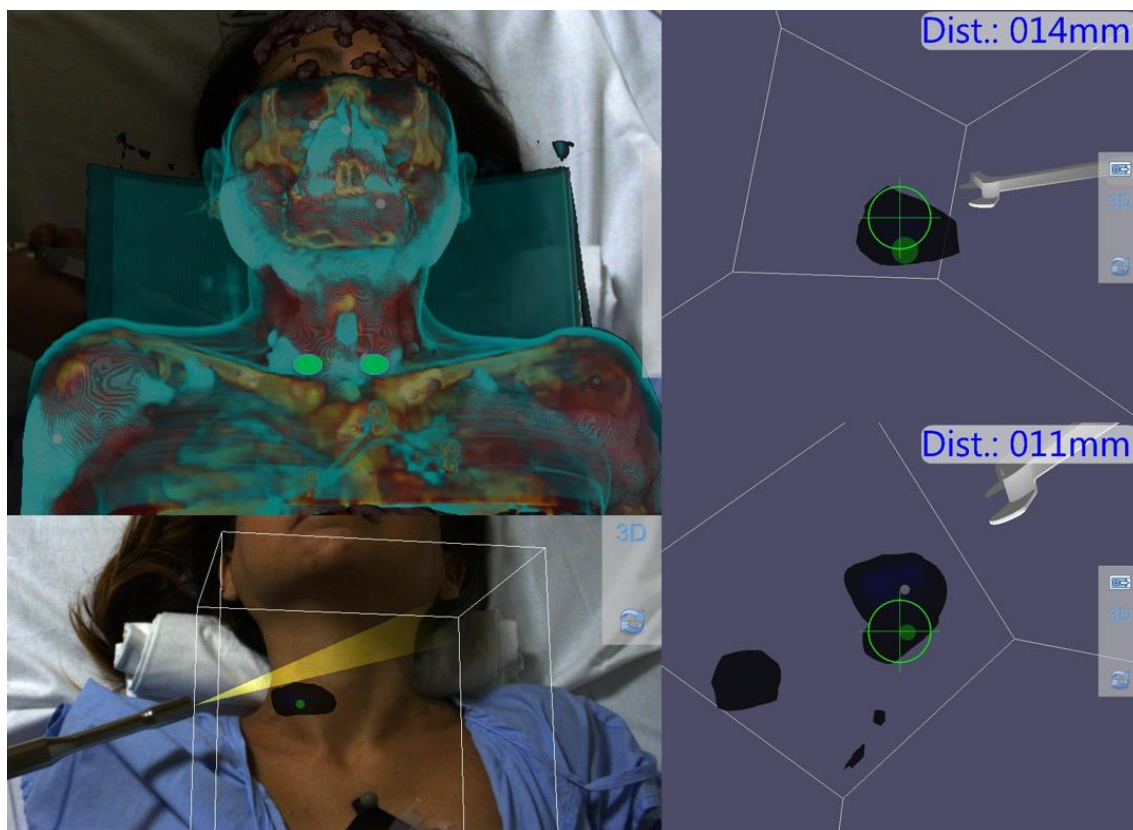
Imagen híbrida de SPECT portátil y navegación 3D. Se evidencian dos lesiones latero cervicales simétricas a 14 mm la derecha y 11 mm la izquierda. En ángulo superior izquierdo imagen de fusión híbrida SPECT-CT volumétrica-óptica.
